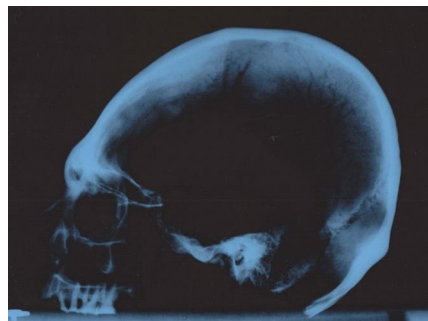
Рентгенограмма черепной коробки мужчины 40–45 лет из погребения 2 кургана 3 могильника Орешки I
